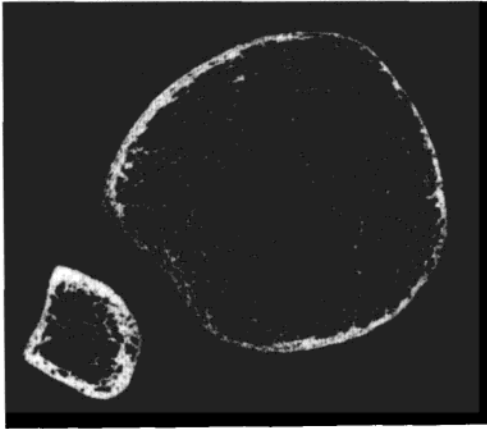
志愿者桡骨远端的高分辨 CT 图像, 该志愿者进行了桡骨和胫骨远端的活体微-CT 扫描
